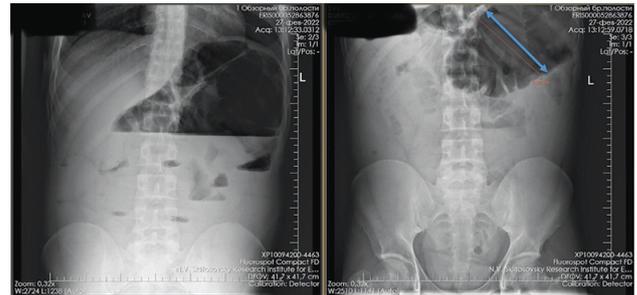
Обзорная рентгенография органов брюшной полости на 6-й день госпитализации. Синяя стрелка — диаметр ободочной кишки
